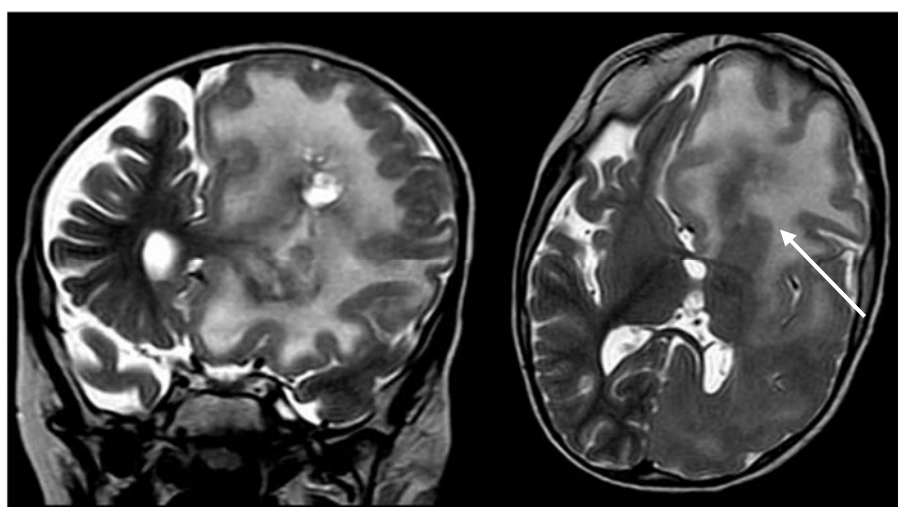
Контрольная послеоперационная МРТ демонстрирует отек пораженного полушария, более выраженный в области лобной доли (белая стрелка)
